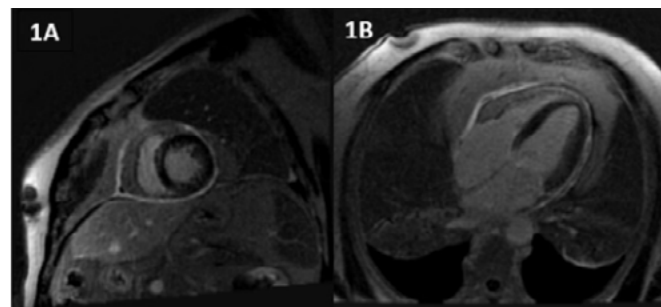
RMC inicial, que muestra intensa y difusa captación pericárdica de gadolinio en secuencia de RTG.
